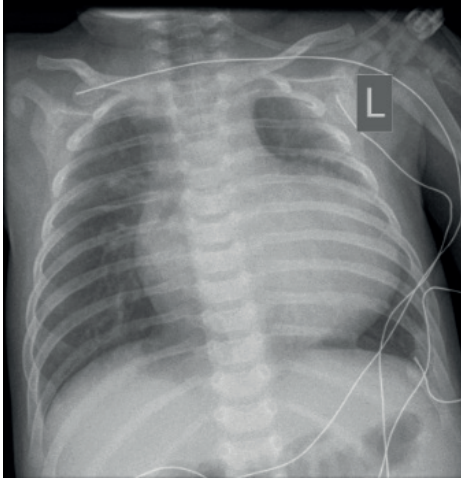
Рентгенограма при критичній коарктації аорти.
